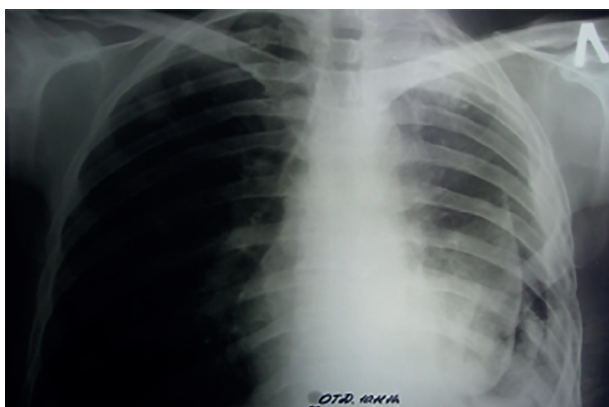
Оглядова рентгенограма хворого Ф. до операції
